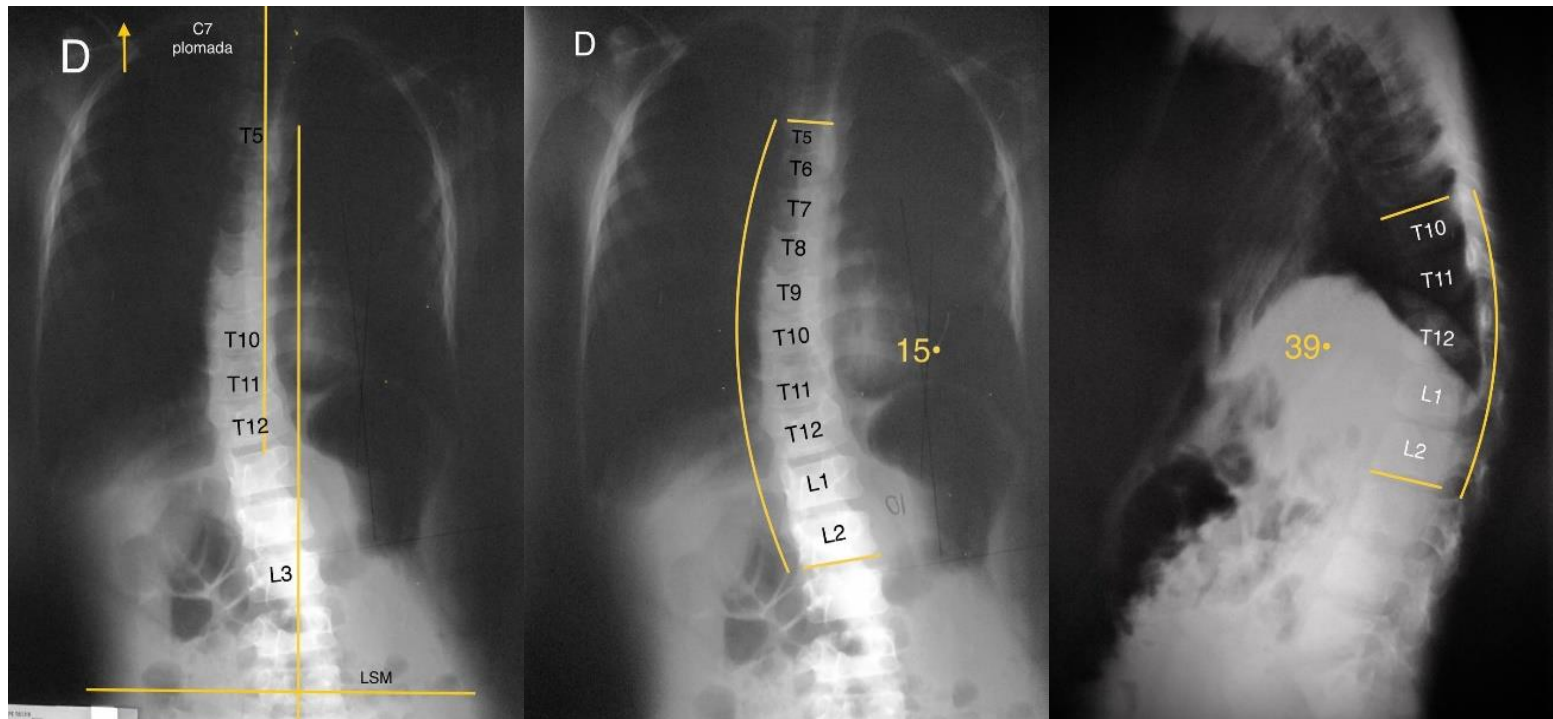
En radiografías en bipedestación se observa desplazamiento coronal entre línea sacra media (LSM) y línea plomada de C7, escoliosis toracolumbar con concavidad derecha de 15° entre T5 - L2 con ápex en disco de T10-T1, cifosis toracolumbar de 39° entre T10 - L2.
